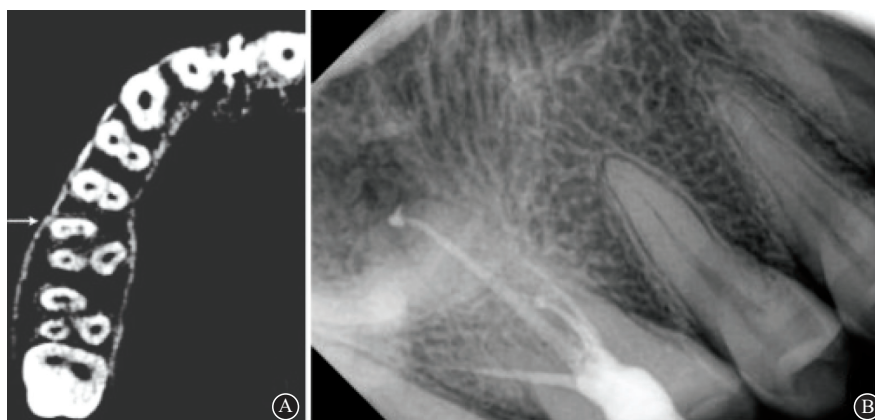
试验组42岁女性上颌第一磨牙近颊第二根管(MB2)病例:A为术前CBCT检查,箭头所指处显示16近颊根双根管影像;B为根管治疗完成后转修复科做冠修复,行X线牙片检查,显示16根管充填适充,近颊根和MB2根完善充填
